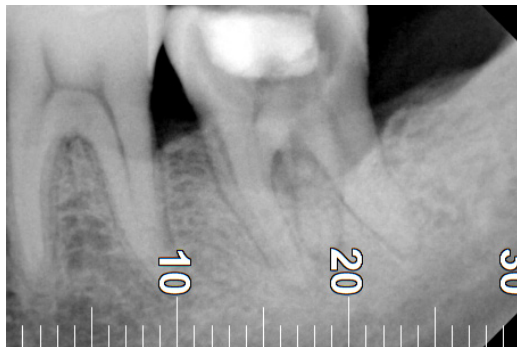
a : Radiographie préopératoire de la 46 révélant la radix entomolaris avec chevauchement modéré ;
